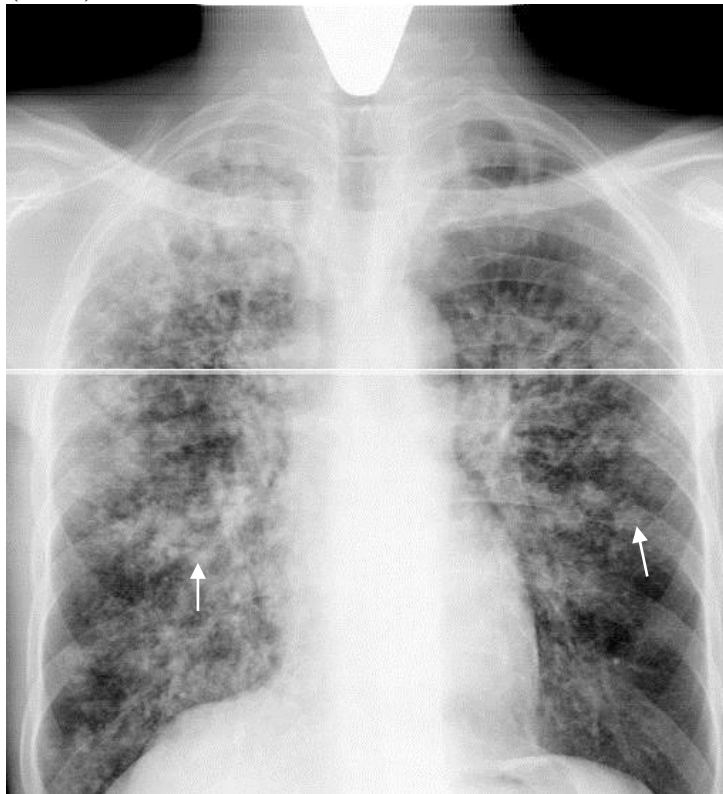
Обзорная рентгенограмма грудной клетки в прямой проекции. На фоне усиленного и деформированного легочного рисунка в обоих легочных полях диффузная диссеминация различных по величине и интенсивности очаговых теней (стрелками показаны отдельные очаговые тени). Хронический диссеминированный туберкулез легких
